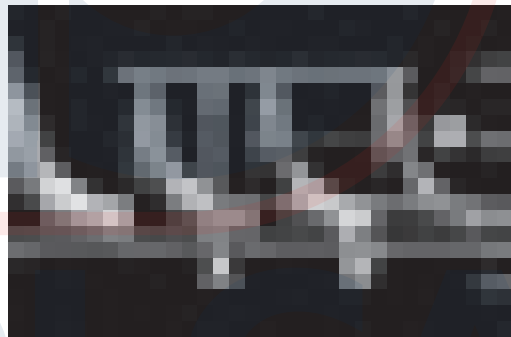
Índices Doppler. Los índices de flujo Doppler usados para caracterizar la resistencia periférica se basan en el pico de frecuencia sistólica o velocidad (A), la frecuencia o velocidad diastólica mínima o final (B) y la frecuencia media o velocidad (M). Los índices de frecuencia más usados son la relación sistólica/diastólica (A/B), el índice de resistividad [(A-B)/A] y el índice de pulsatilidad [(A-B)/M]. En el cálculo del índice de pulsatilidad se usa la velocidad diastólica mínima o frecuencia; en el cálculo de la relación sistólica a diastólica y el índice de resistividad se usa el valor de fin de la diástole.
